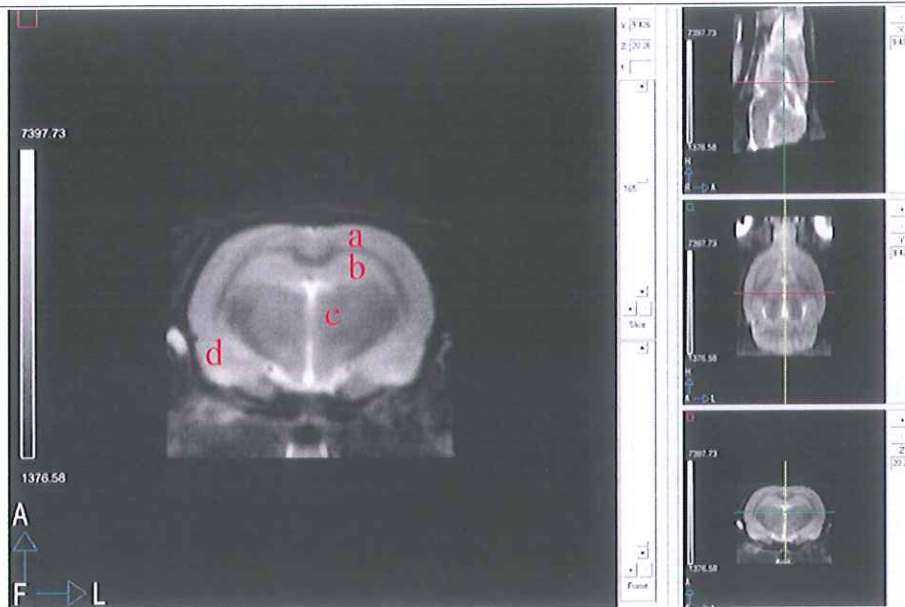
Imagen de resonancia. A la izquierda se presenta el corte axial, en ella se pueden diferenciar la corteza motora (a), hipocampo (b), tálamo (c) y amígdala (d). A la derecha, se muestran además del corte sagital, el corte coronal y axial de la imagen.
